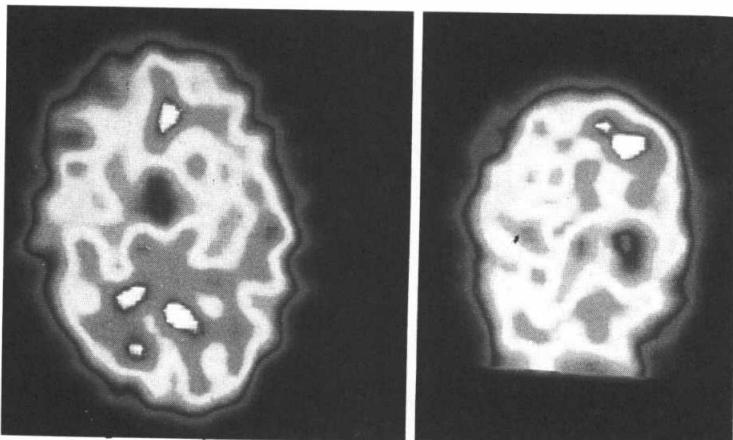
①, ② Interictal stage HMPAO brain SPECT showing decreased radioactivity of Left parietooccipital area and diffusely decreased of radioactivity of Right cerebral hemisphere.
